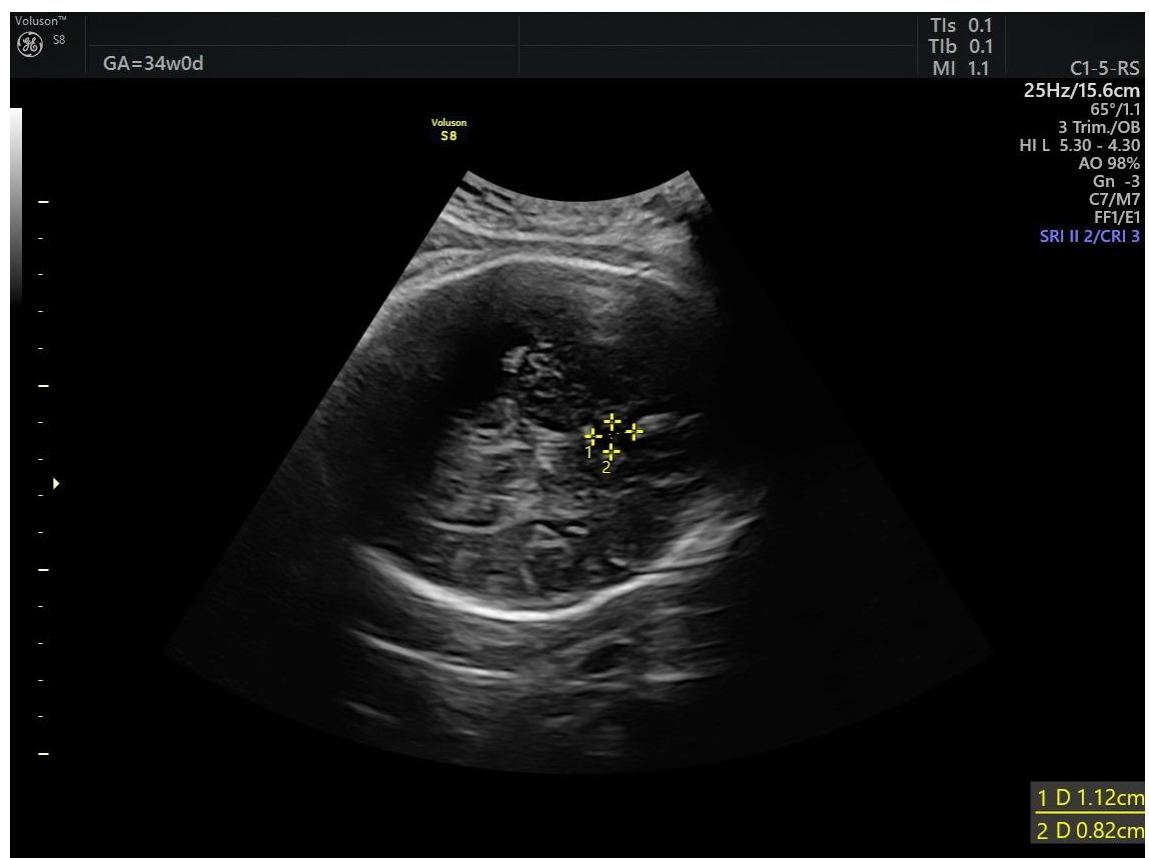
Obraz USG 2D, przekrój poprzeczny na wysokości wymiaru dwuciemieniowego główki płodu – poszerzenie rogów tylnych komór bocznych mózgu objaw kropli łyzy – agenezja ciała modułowego
